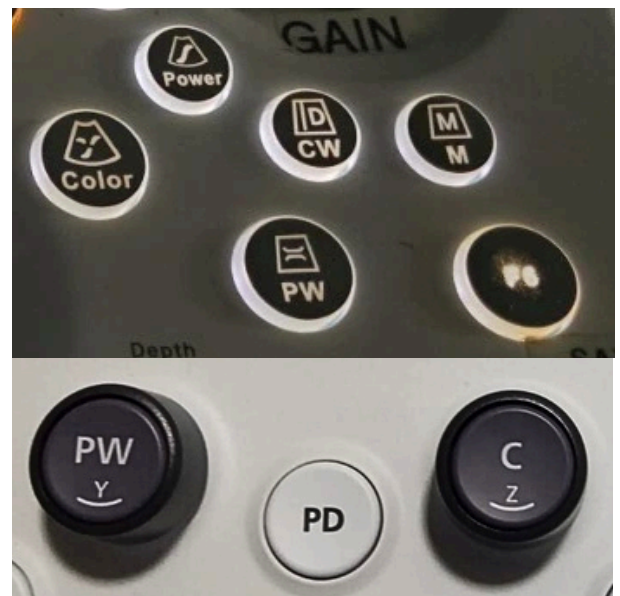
Botones para Activar los Diferentes Tipos de Doppler.
